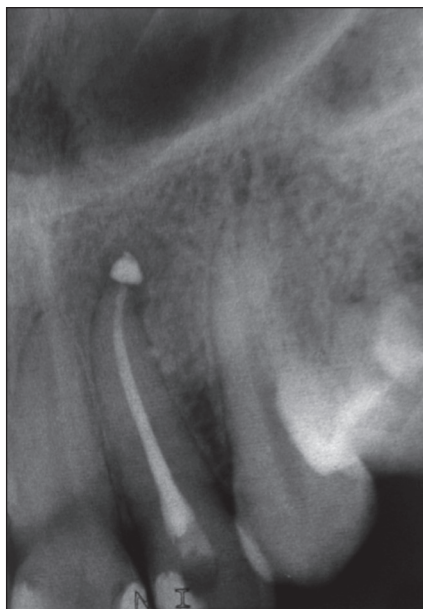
Рентгенограмма зуба 2.2 через 6 месяцев после лечения.
